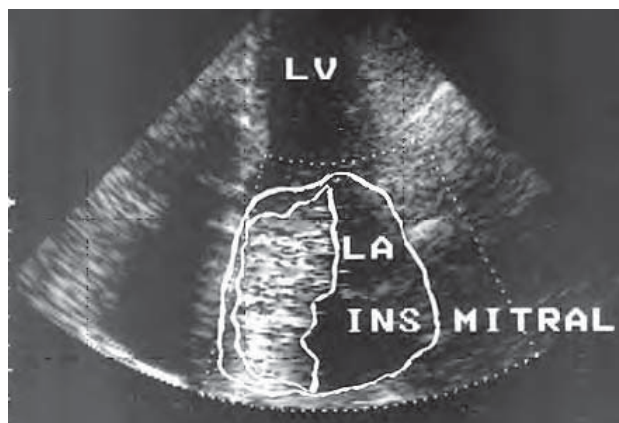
/2. Insuficiencia mitral severa. Plano apical de cuatro cámaras. Dilatación severa de cavidades izquierdas. El Doppler color muestra cómo el área del jet regurgitante mitral ocupa más del 50% del área de la aurícula izquierda.
